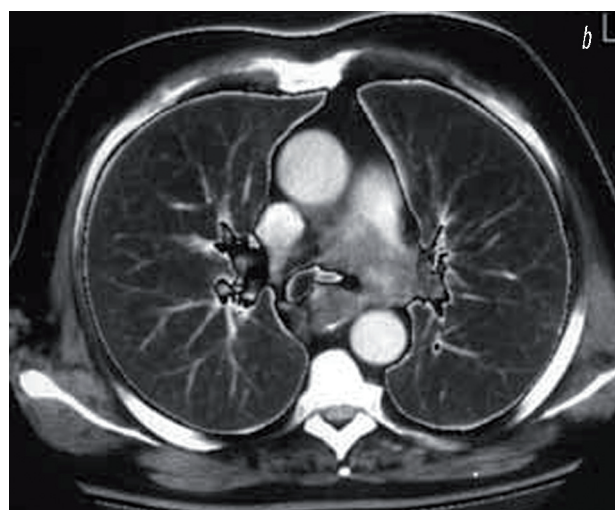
Рентгенограма (а) і КТ (б) хворого Т. Реографічні криві пульсації (с) і вентиляції (д) цього ж хворого. Верхні криві — показники лівої легені, нижні — правої (пояснення у тексті)
